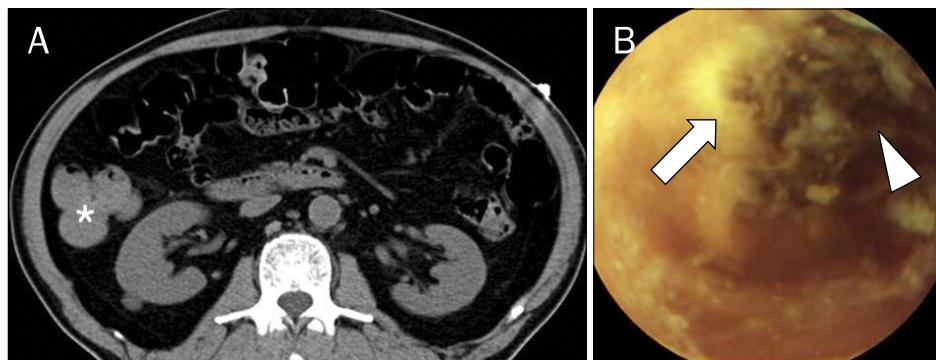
Dynamic contrast-enhanced multidetector-row CT and capsule endoscopic image of a 73-year-old male with hematochezia. (A) Hyper-attenuating blood clot was visualized in ascending colon (asterisk). (B) Active ulcer (arrow) with fresh and old blood clot (arrowhead) was seen on the middle jejunum. Conservative management was performed and he did not experience recurrent bleeding after discontinuation of aspirin.
